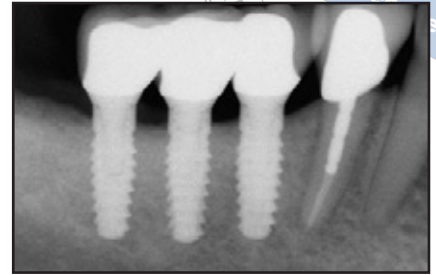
Röntgenaufnahme der restaurierten Laser-Lok-Implantate nach 2 Jahren Funktion.
